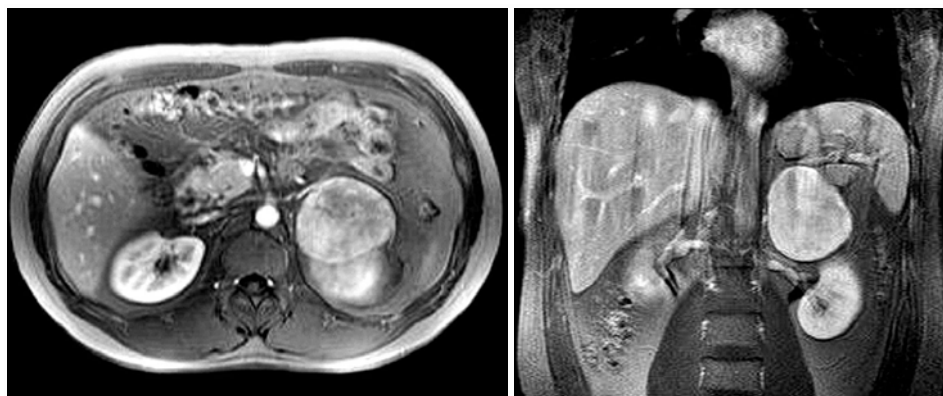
T₂-weighted magnetic resonance imaging of the abdomen. The left adrenal tumor was separated from the left kidney and enclosed by a capsule.
